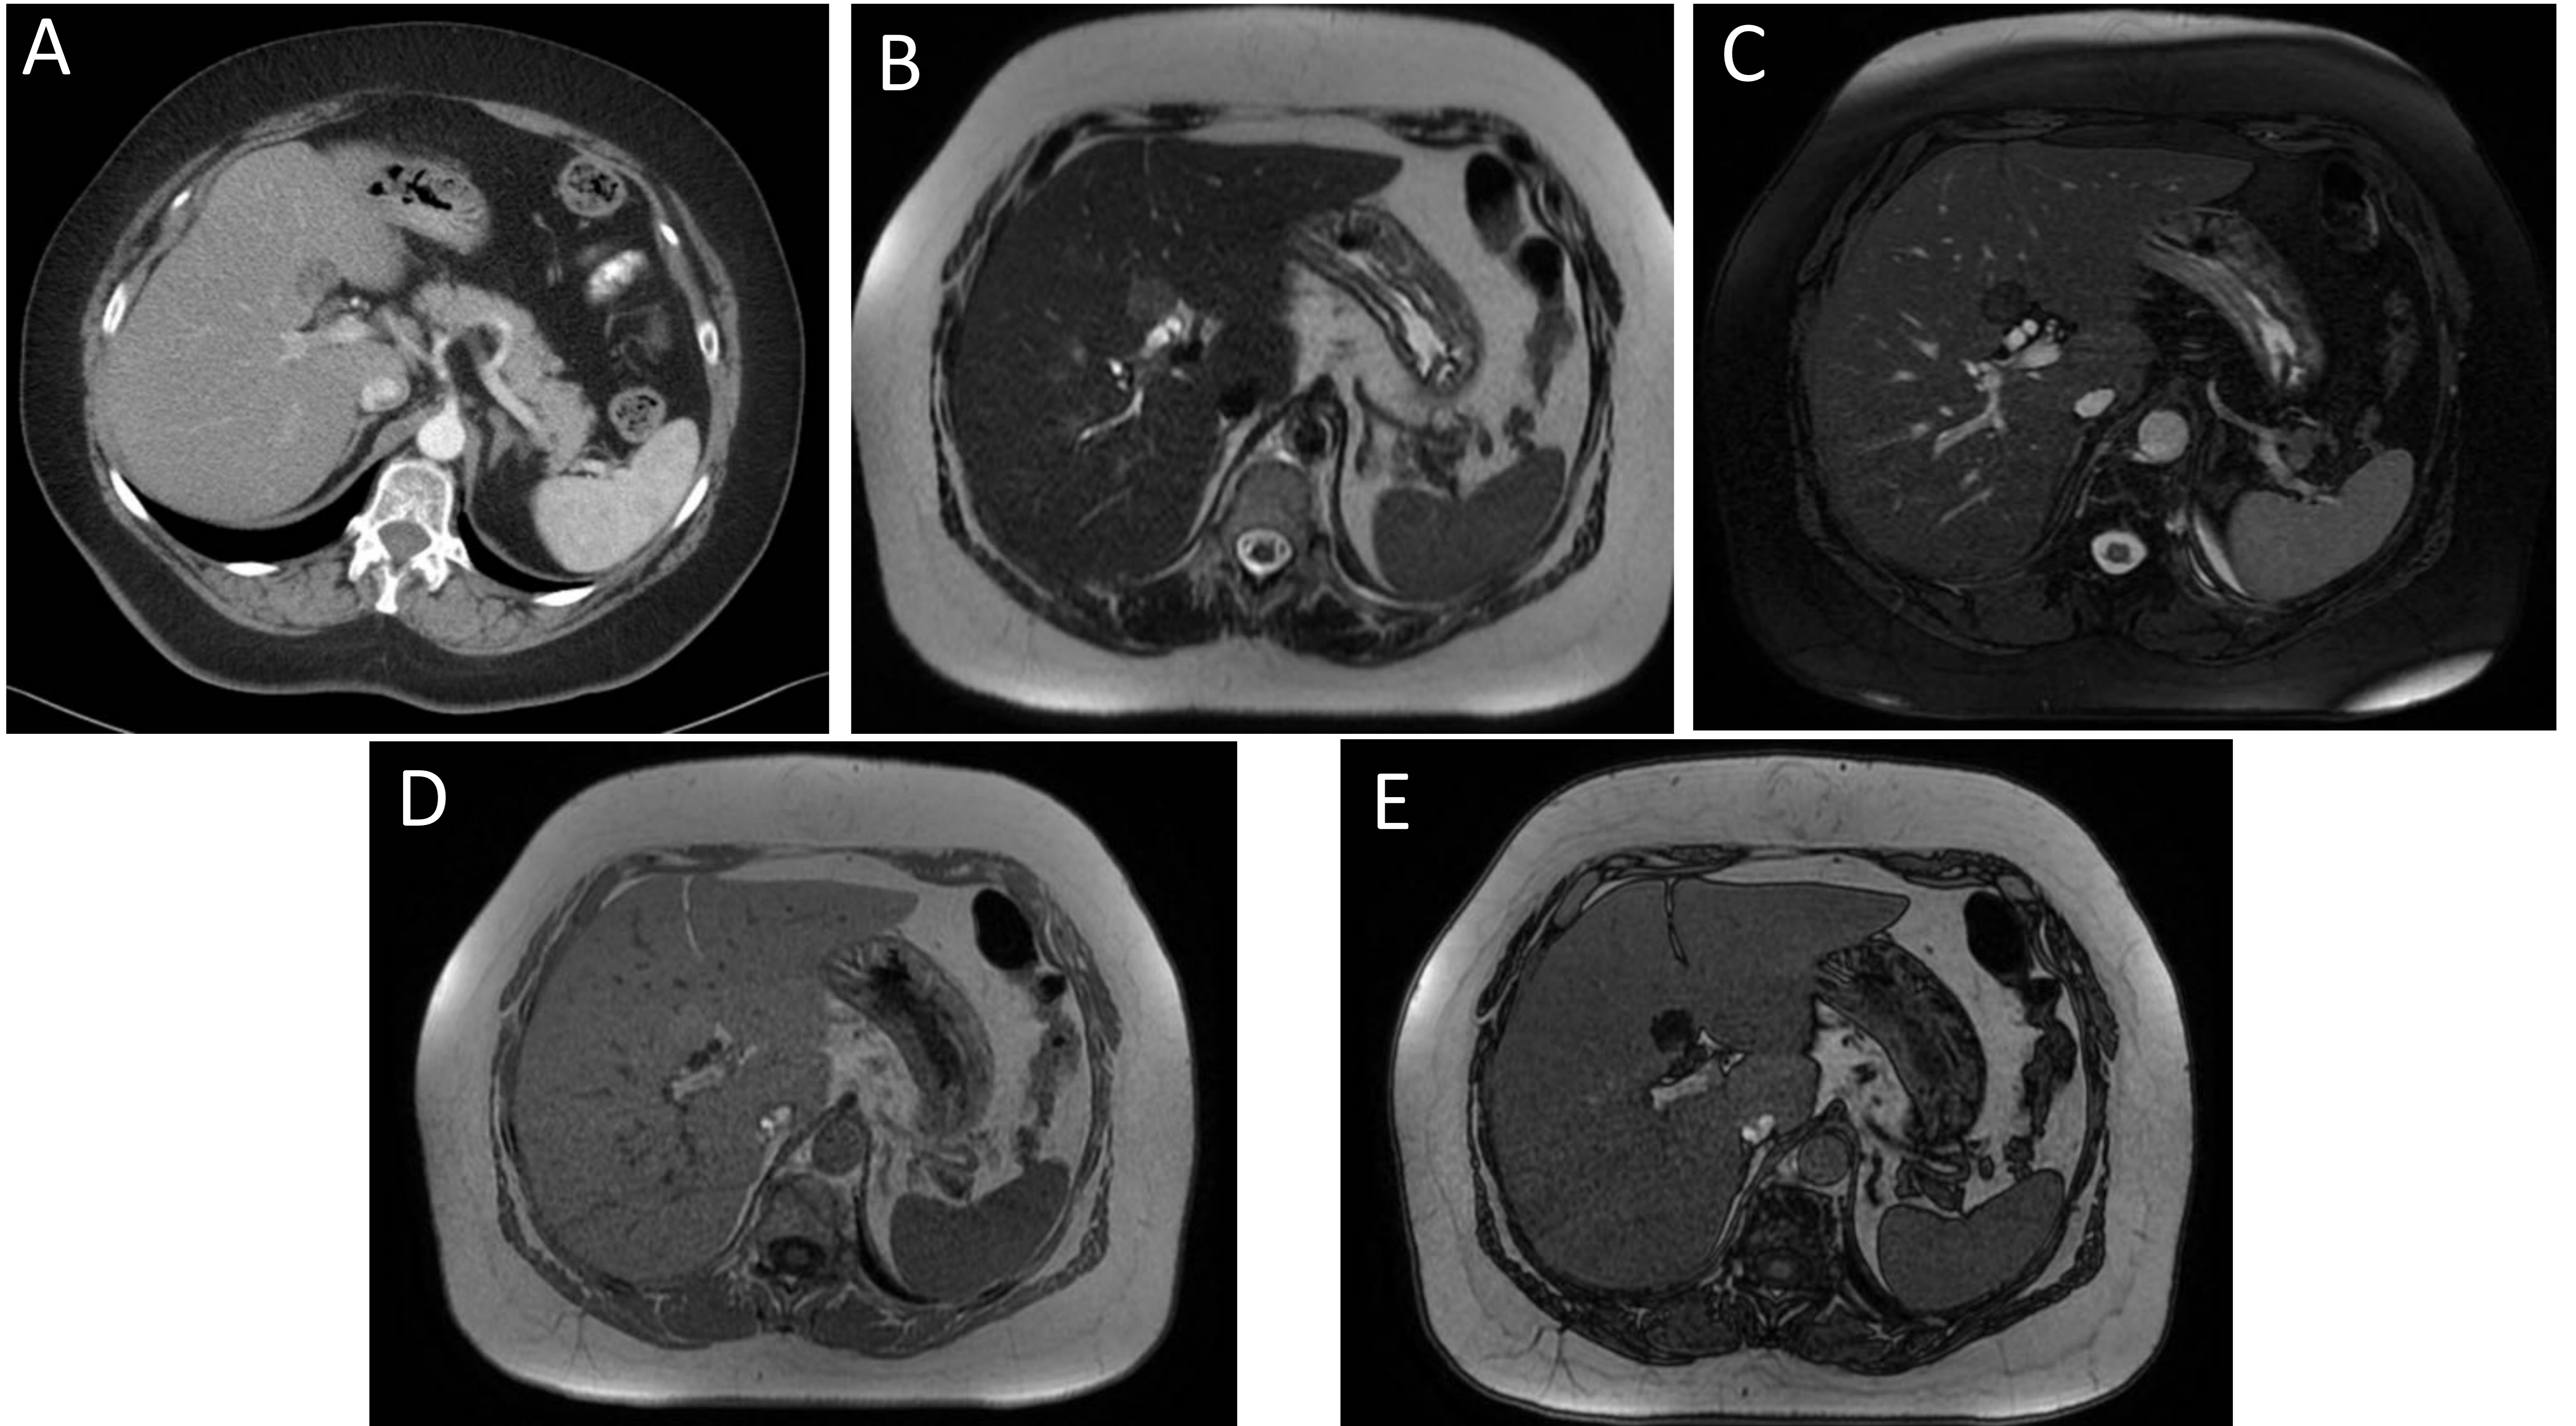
Esteatosis focal. En la imagen A se observa un área focal hipodensa con respecto al resto del parénquima hepático en segmento IVB en un estudio de TC. En las imágenes de RM se identifica dicha área relativamente hiperintensa en T1 (imagen B), que muestra caída de su señal en secuencia T1 con supresión de grasa (imagen C). La disminución de la intensidad de la señal corresponde a grasa macroscópica. La lesión también presenta importante caída de señal en la secuencia en fase opuesta, en mayor grado que en el resto del parénquima hepático –corresponde a grasa microscópica– (imágenes D y E).
